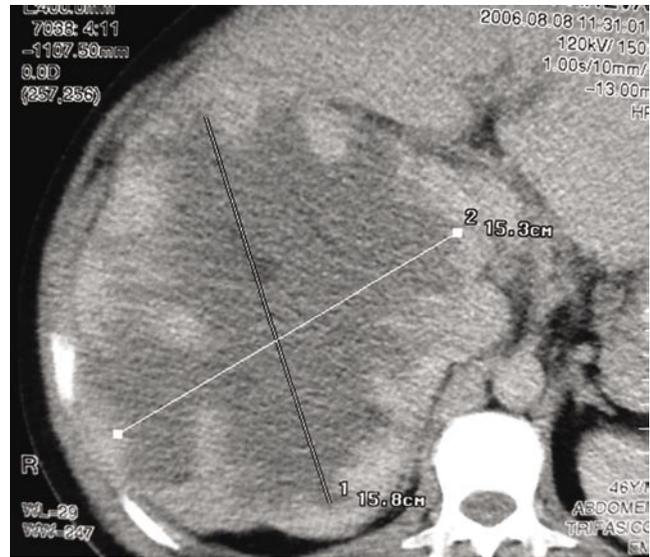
Imagen de TAC que muestra una masa de 15,8 x 15,3 cm ubicada en lóbulo hepático derecho.
